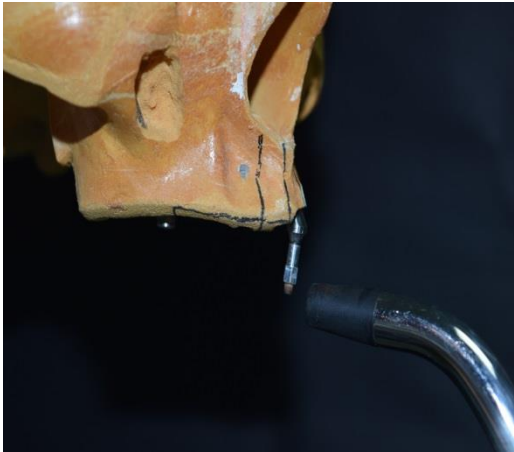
Avaliação da análise de frequência de ressonância do mini-pilar protético 3,5 mm de comprimento agulado 30° instalado em maxila edêntula sintética. Sonda do Osstell® aproximada a extremidade do SmartPeg® no sentido vestibulo-palatino para obtenção dos valores de ISQ.
